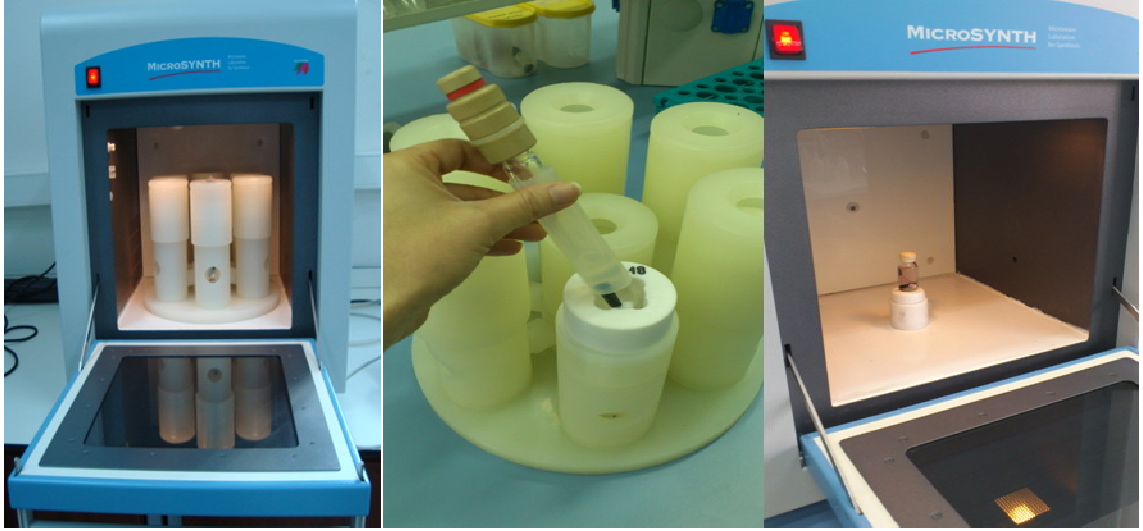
5 CTA2 ile sentezlenen makro CTA HPMA homopolimerinin reaksiyon düzeneği
